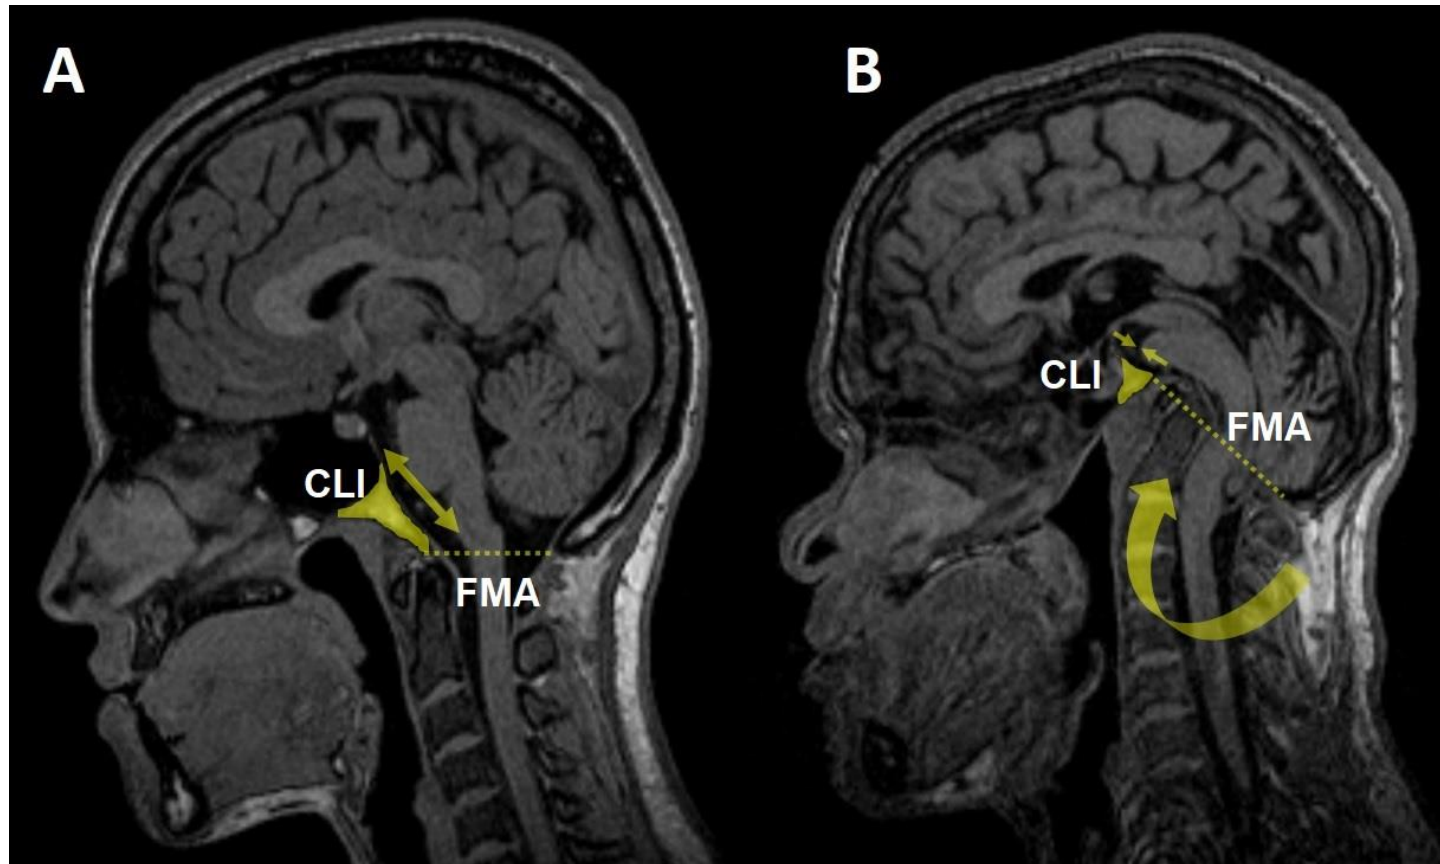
Imagem de RM em vista sagital de um indivíduo controle (A) e de um caso com IB tipo B (B) comparando a metade inferior do clivo nos dois participantes.
